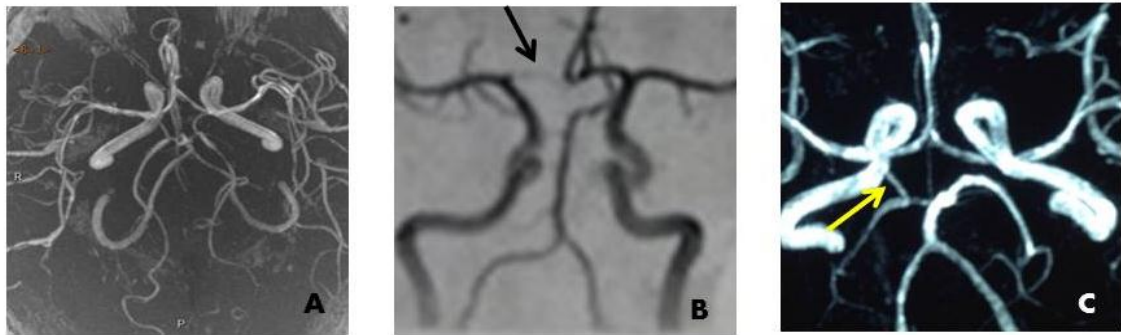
Fotografias do círculo arterial cerebral - angiorressonância
